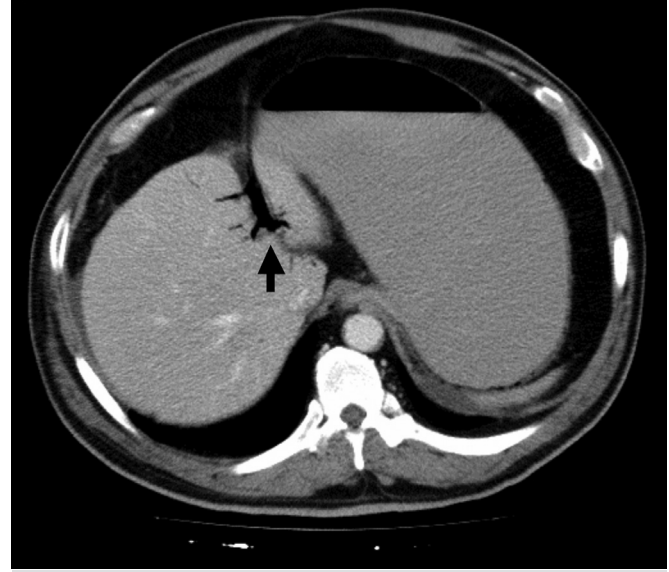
BT görüntülemesinde ince barsak duvarında çok sayıda hava kistleri (siyah ok) ve karın içerisinde serbest hava varlığı (kırmızı ok).
